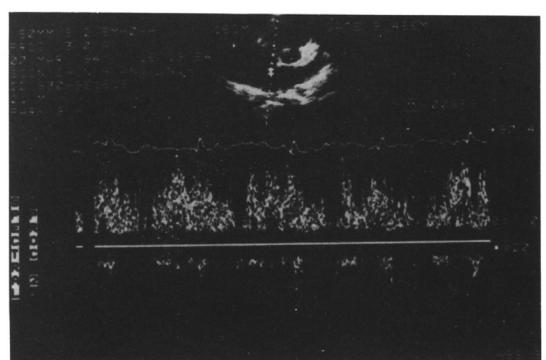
Pulsed Doppler tracing shows left to right shunting through the defect.
